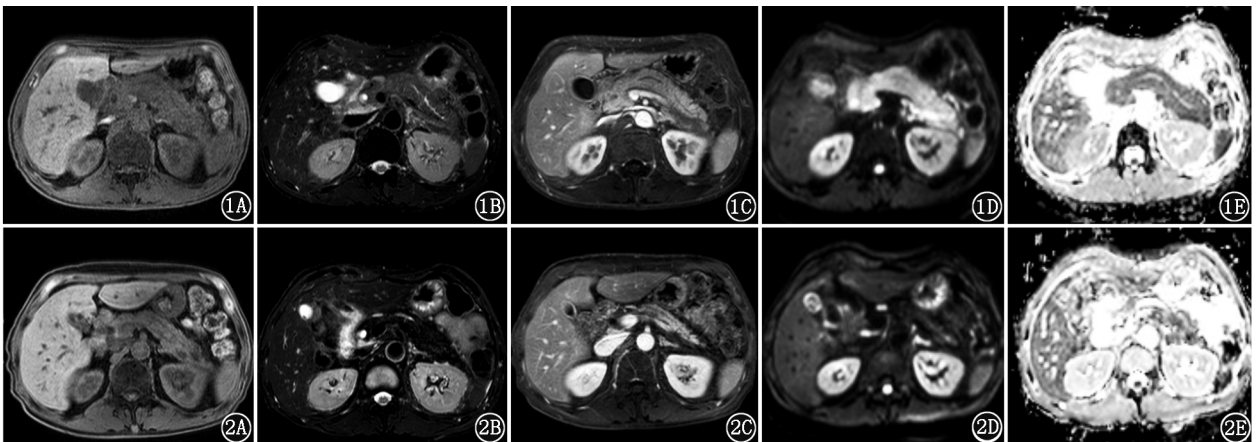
自身免疫性胰腺炎(AIP)患者(男,60岁)MRI 图像。1A. T₁ 加权成像(WI)图像可见胰腺弥漫性肿大呈“腊肠样”外观,病变呈稍低信号;1B. T₂WI 图像示胰腺呈等或稍低信号;1C.动态增强扫描动脉期 T₁WI 图像示胰腺强化程度稍下降,胰周脂肪间隙模糊;1D.扩散加权成像(DWI)图像(*b* = 800 s/mm²)示病变胰腺呈高信号;1E.重建表现扩散系数(ADC)图像示病变胰腺弥散受限,ADC 为 $0.97 \times 10^{-3} \text{ mm}^2/\text{s}$
